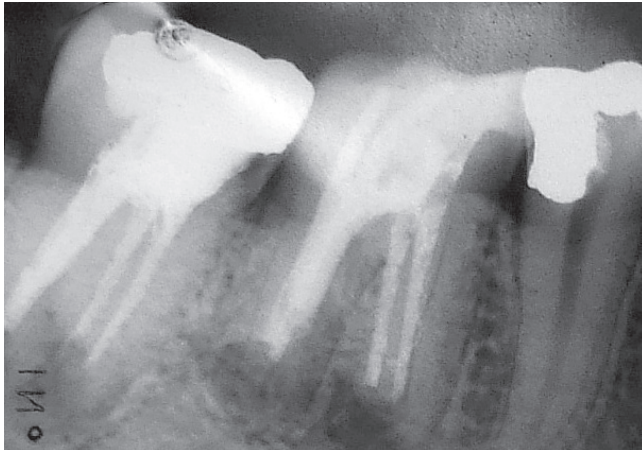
VK im November 2002 ohne röntgenologisch knochendichte Ausheilung der Resektionshöhlen
